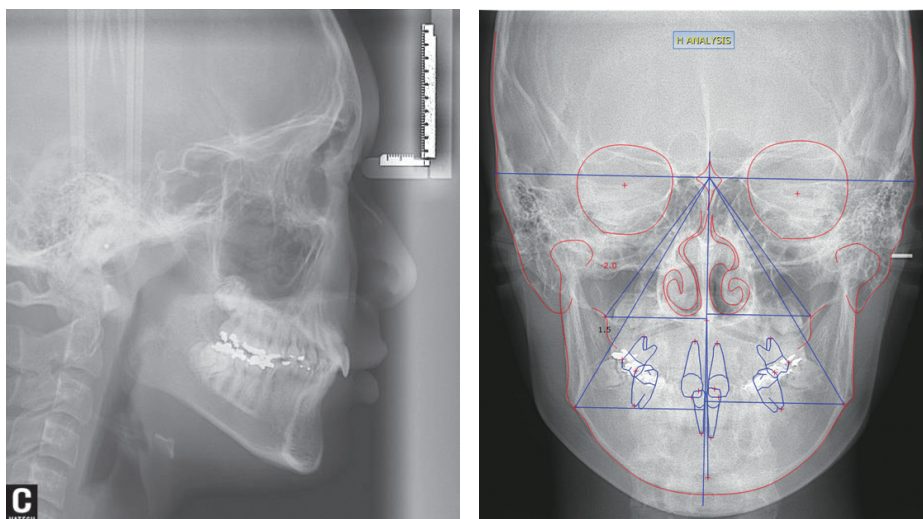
Lateral and posteroanterior cephalometric radiographs before treatment.
